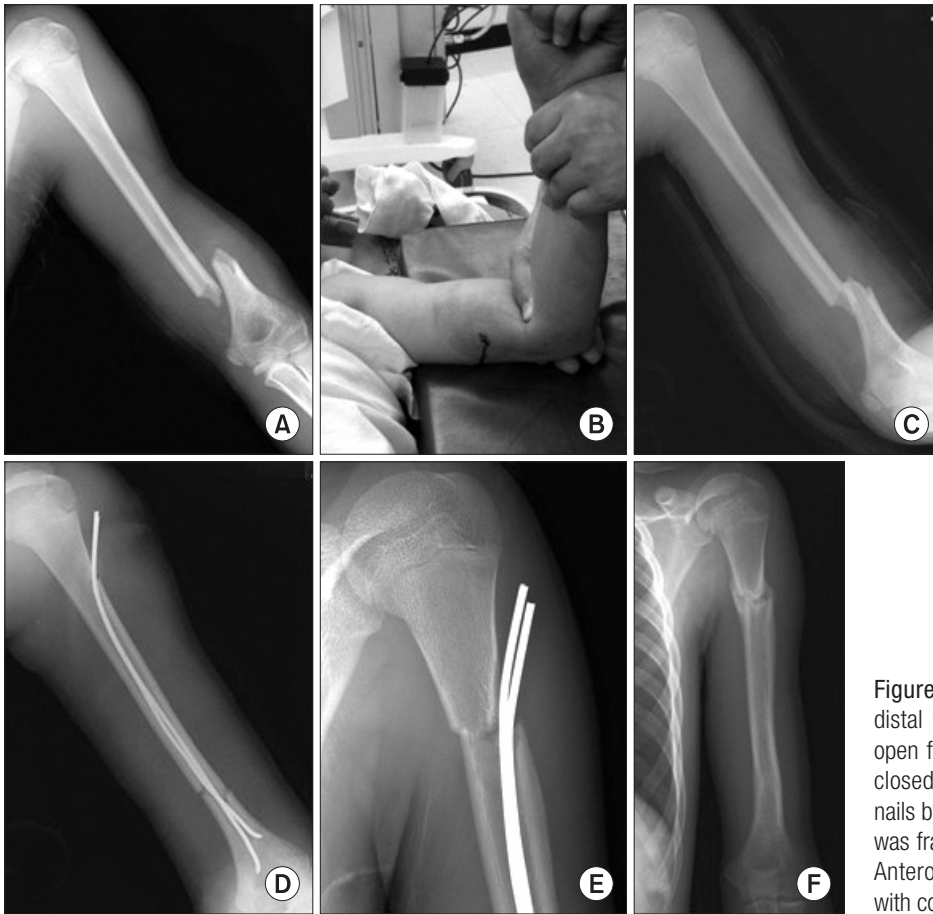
Patient 1. (A-C) A 12-year-old boy with distal 1/3 shaft fracture of the humerus. It was an open fracture and reduction was not maintained by closed method. (D) Fracture was stabilized with 2 nails by antegrade insertion. (E) After 6 months, there was fracture next to insertion site by minor injury. (F) Anteroposterior radiograph showed fracture union with conservative treatment.
